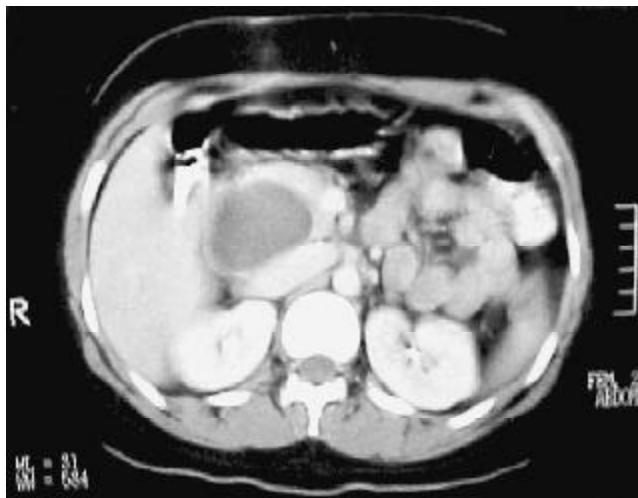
Tomografía que muestra quiste de colédoco de 54 x 56 mm.
